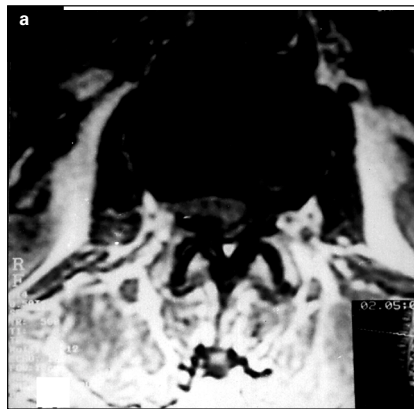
RM sin y con gadolinio. a) En los cortes axiales sin gadolinio se aprecia una imagen en T₁ dentro del canal de isoseñal o ligera hiperseñal, que se lateralizaba hacia el lado derecho y que protruía por el agujero de conjunción; b) Con gadolinio, se pone de manifiesto la existencia de un halo de hiperseñal que rodea a la masa mencionada; c) Los cortes sagitales de RM sin gadolinio muestran en T₁ una masa a nivel de L₁-L₂, que coincide con el disco intervertebral aunque no se observa disminución de la altura del espacio intervertebral y tampoco importantes signos degenerativos (flecha); d) Con gadolinio se produce un aumento de la hiperseñal alrededor de la masa intracanalicular (flecha).
